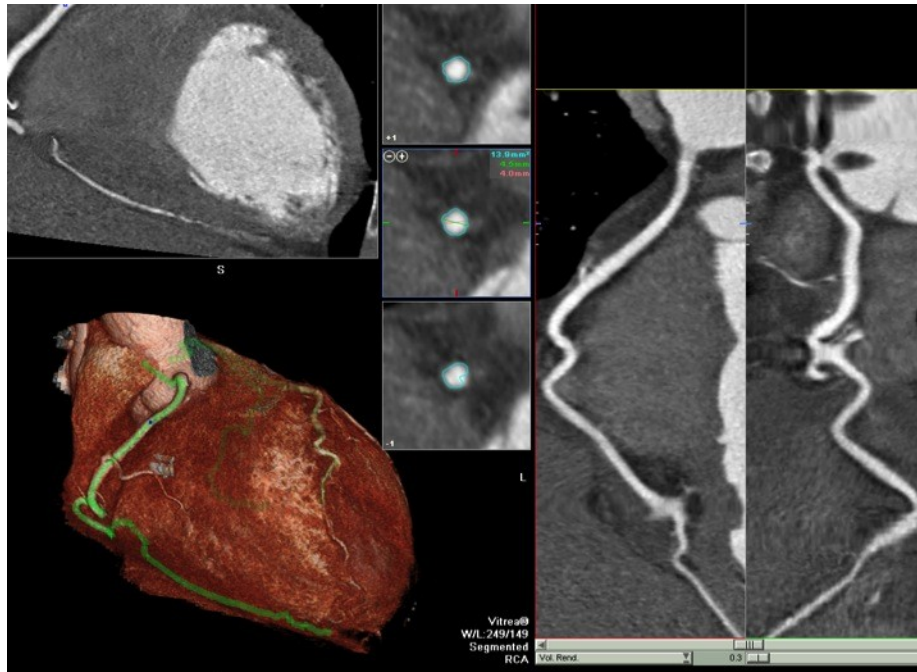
La imagen muestra un estudio de TAC coronario completamente normal de un paciente trasplantado de corazón no afecto de enfermedad vascular del injerto. Se observa la buena definición de los bordes de la coronaria derecha y el buen relleno de toda la luz arterial coronaria, que permite a su vez descartar el engrosamiento intimal significativo. A la izquierda imagen con reconstrucción tipo volumen-rendering; a la derecha reconstrucción multiplanar de la coronaria derecha, que aparece señalada en verde en la imagen volumen-rendering.
